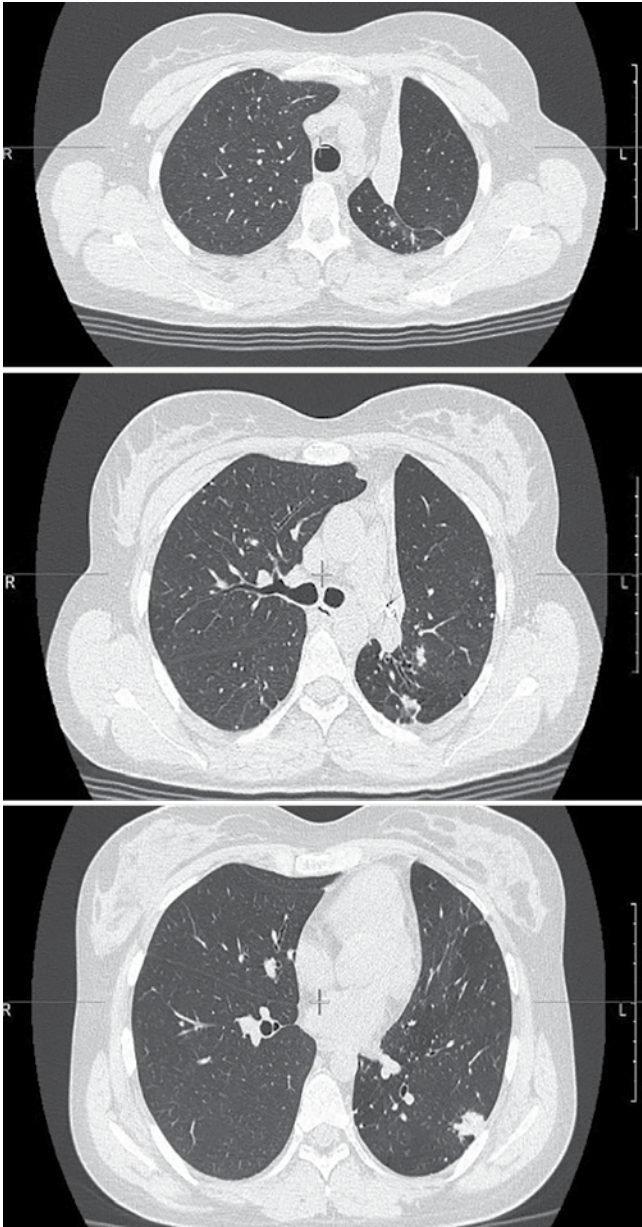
Компьютерная томограмма ОГК от 24.10.2019 г. пациентки Б. Описание в тексте
